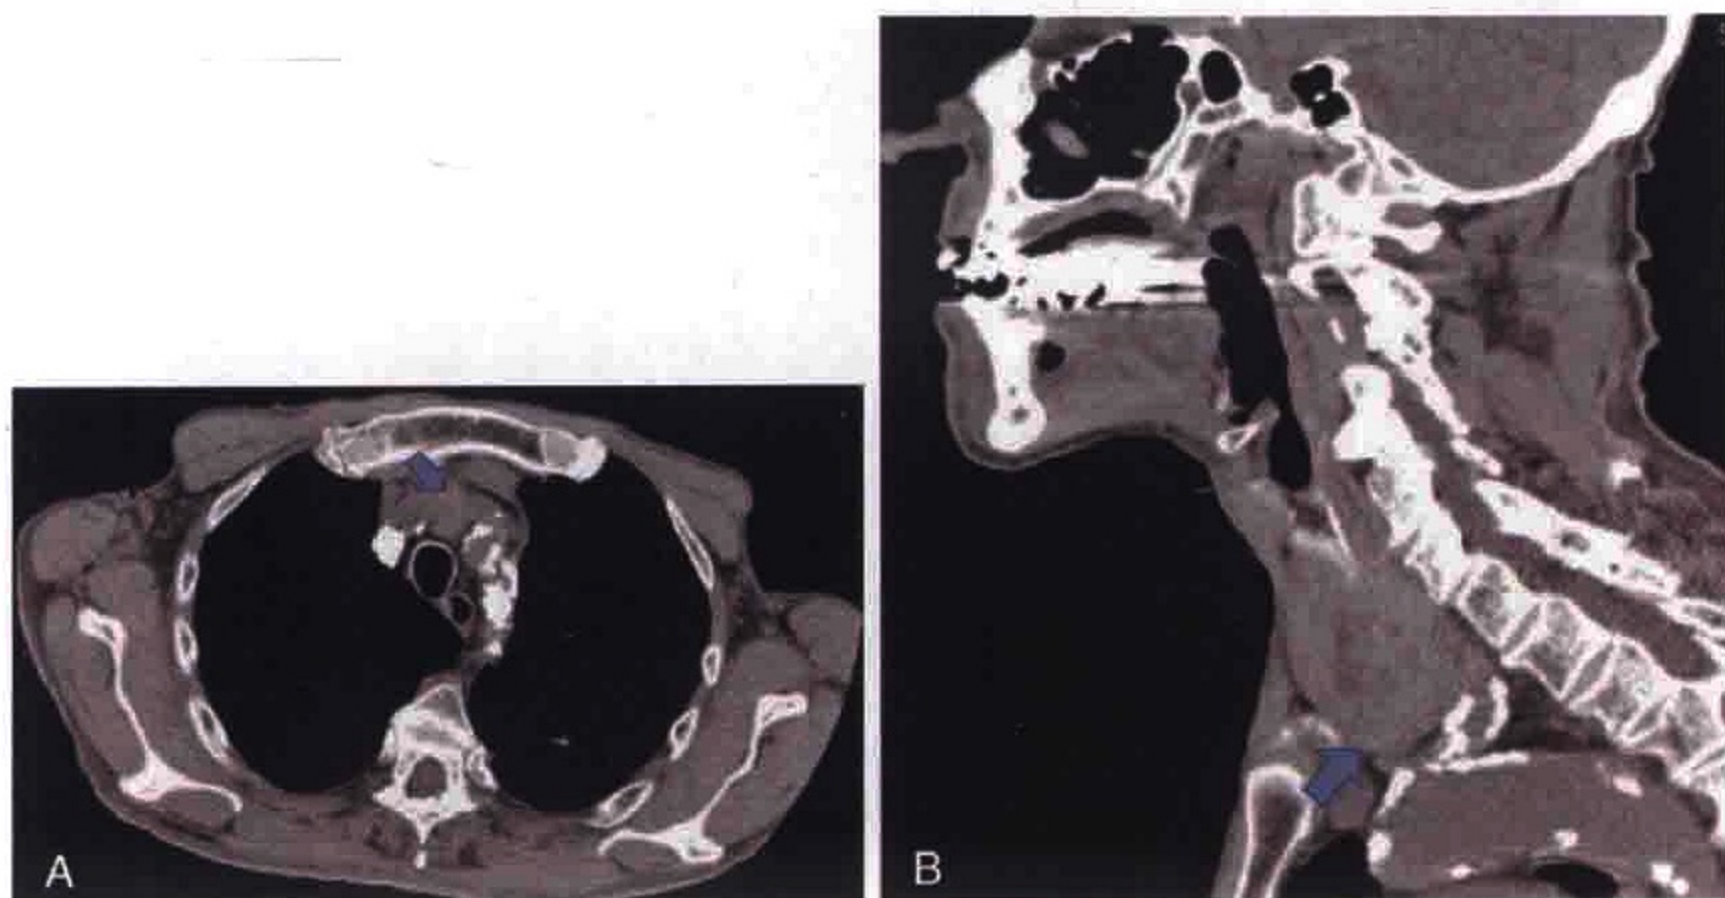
A. 横轴位 CT 图像示胸内甲状腺 (箭)。B. 矢状位 CT 图像示肿大的甲状腺 (箭) 突入胸腔
